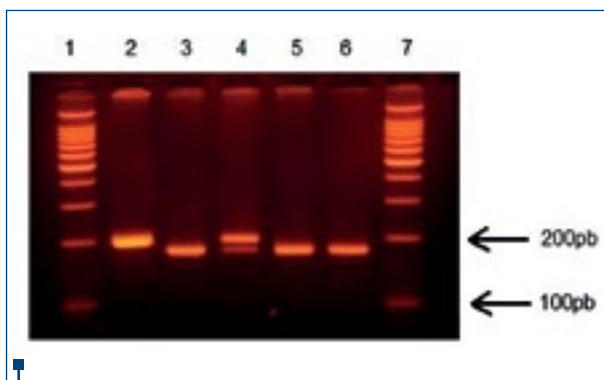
Detecția polimorfismului C677T (1,7- Marker 100pb, 2- ADN homozigot normal - genotip CC, 3 - ADN homozigot mutant - genotip TT, 4 - ADN heterozigot - genotip CT; 5,6 - probe ADN homozigot mutant - genotip TT)
